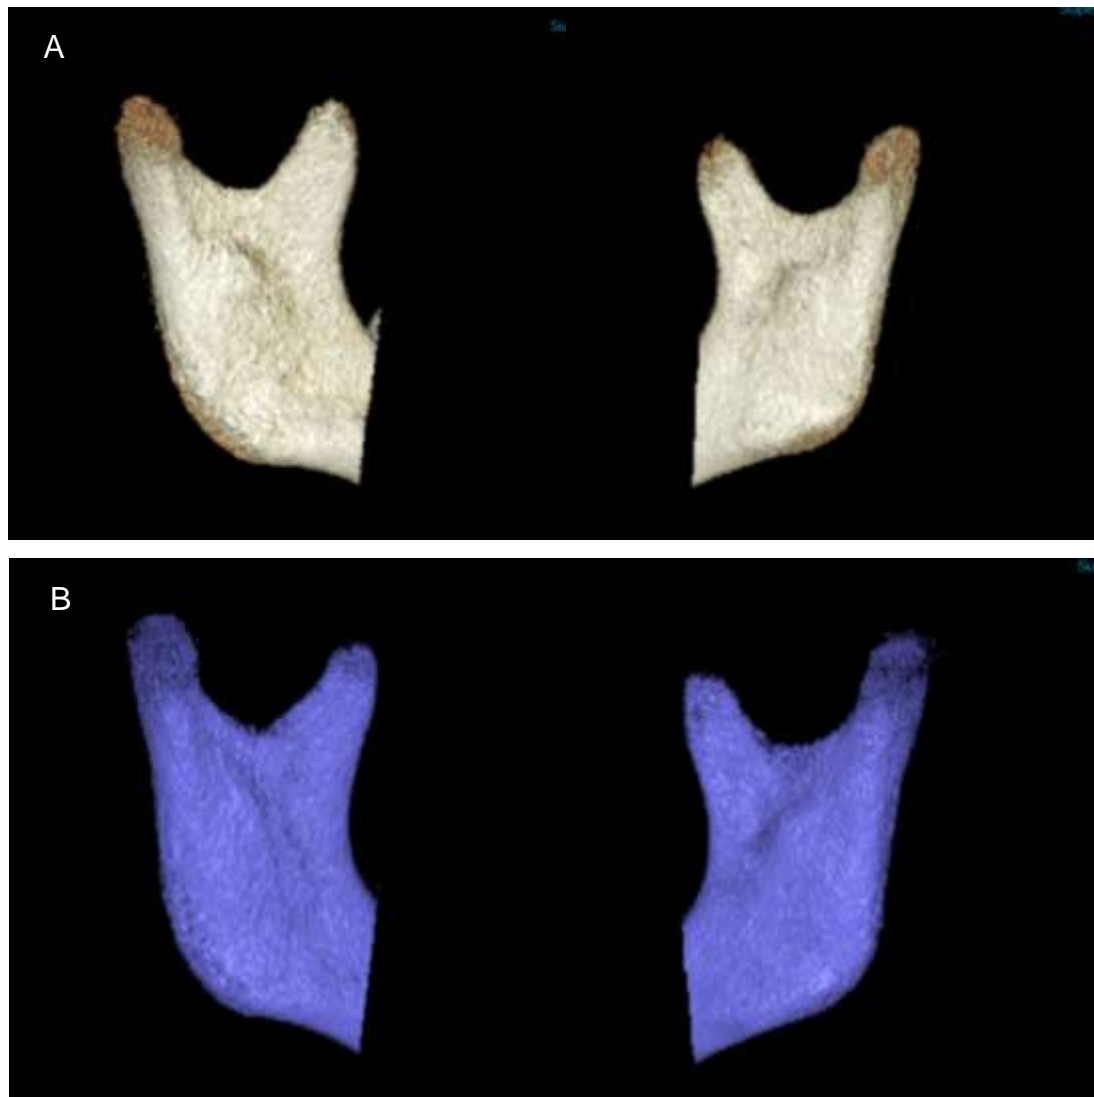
A) Fusión 3D pre y postratameinto. B) Fusión 3D con contraste de color entre la tomografía pretaratemiento (beige) y postratamiento (rojo).
